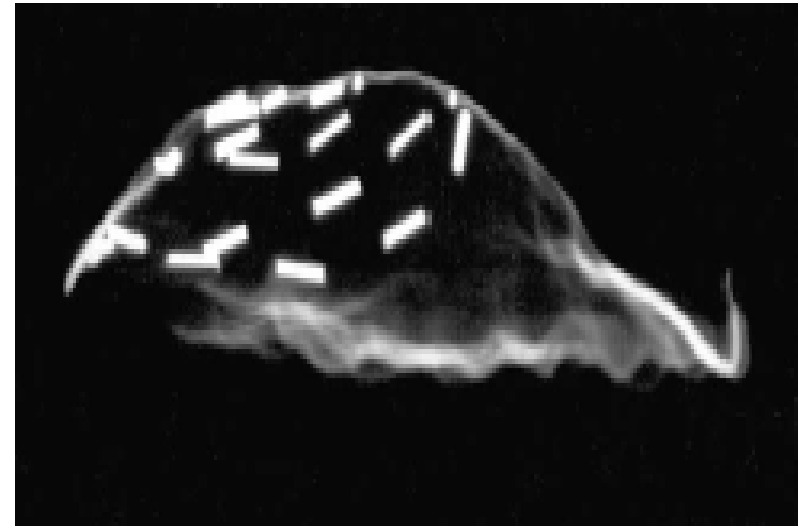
Lateral X-ray of dummy applicator.
